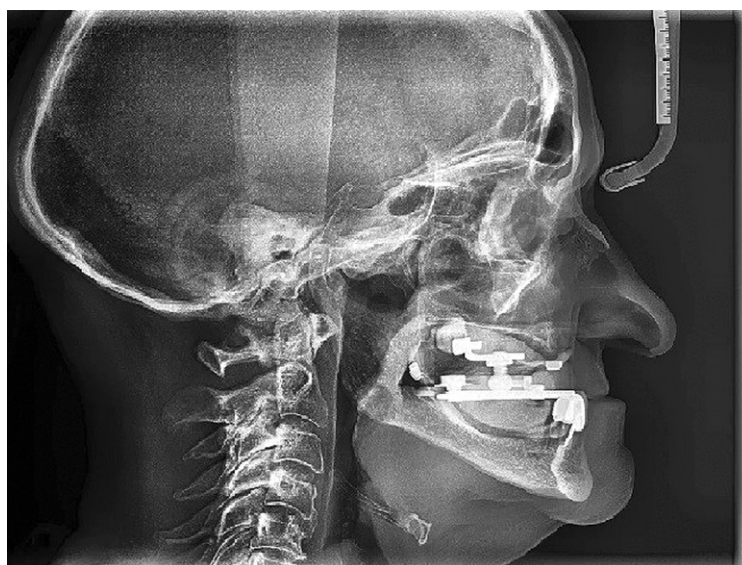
Снимок телерентгенограммы и его анализ.
